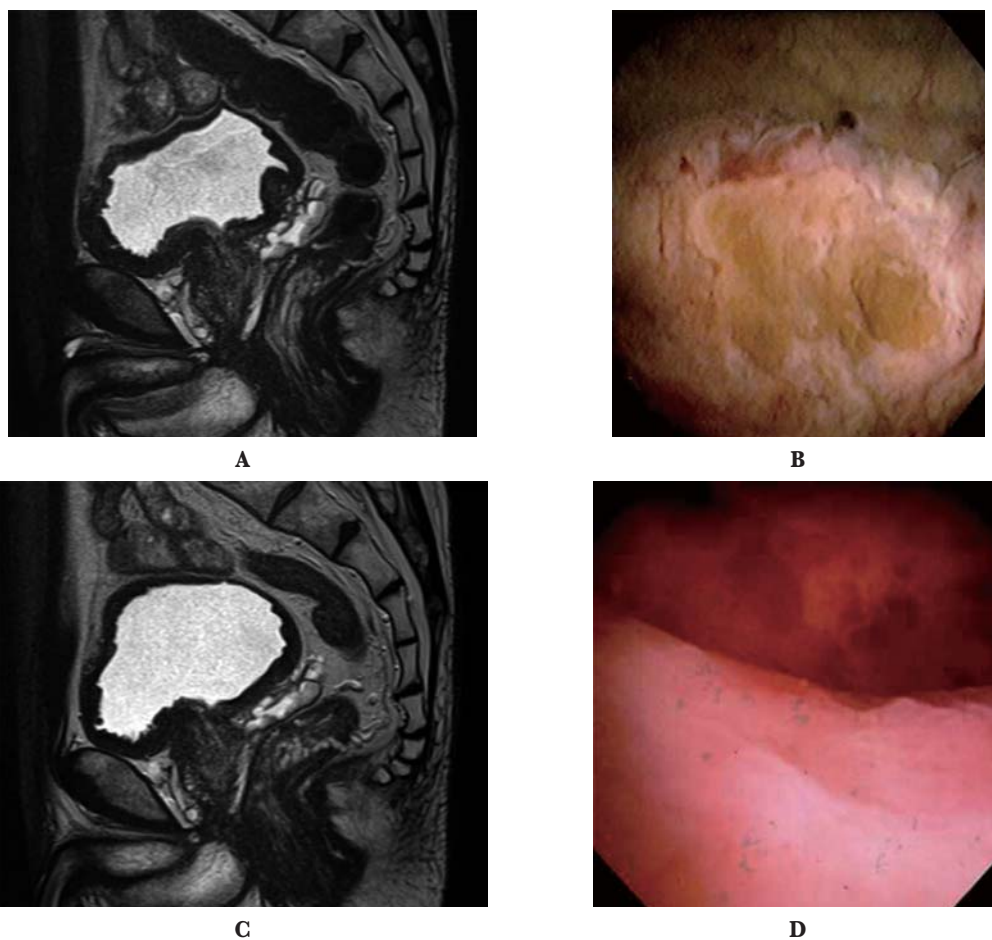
Pre treatment findings on (A) MRI with T2WI sagittal view and (B) cystoscopy which shows broad-based mass occupying the trigon without normal mucosa covered by calcification. Twelve months after initiation of DMSO-ODT revealed improved mass-like lesion at trigon on (C) MRI and (D) cystoscopy.
